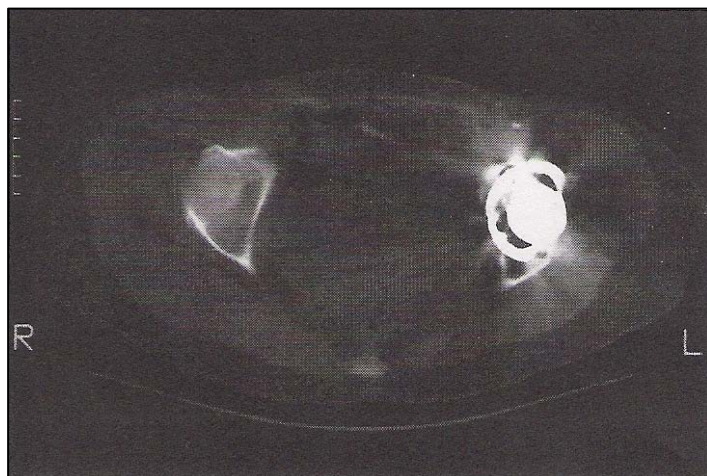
TAC de pelvis. Tall coronal on s'observa el component acetabular en posició retroversa.
